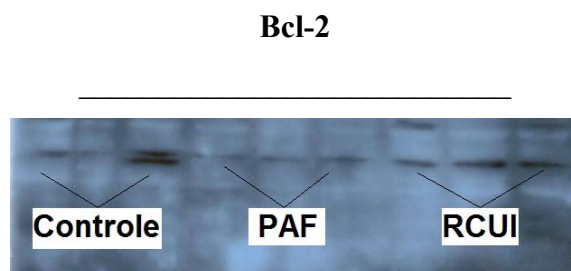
Bandas auto-radiografadas da expressão de Bcl-2 nos Grupos Controle, PAF e RCUI.
